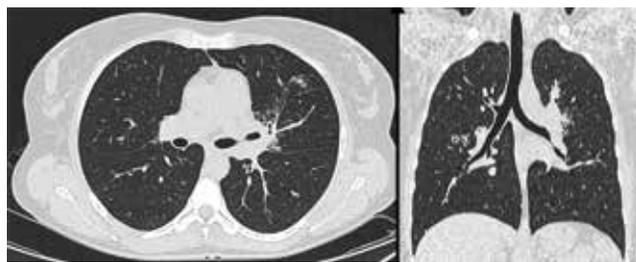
КТ ОГК от 16.11.2018 г. пациентки Б. (описание в тексте)
